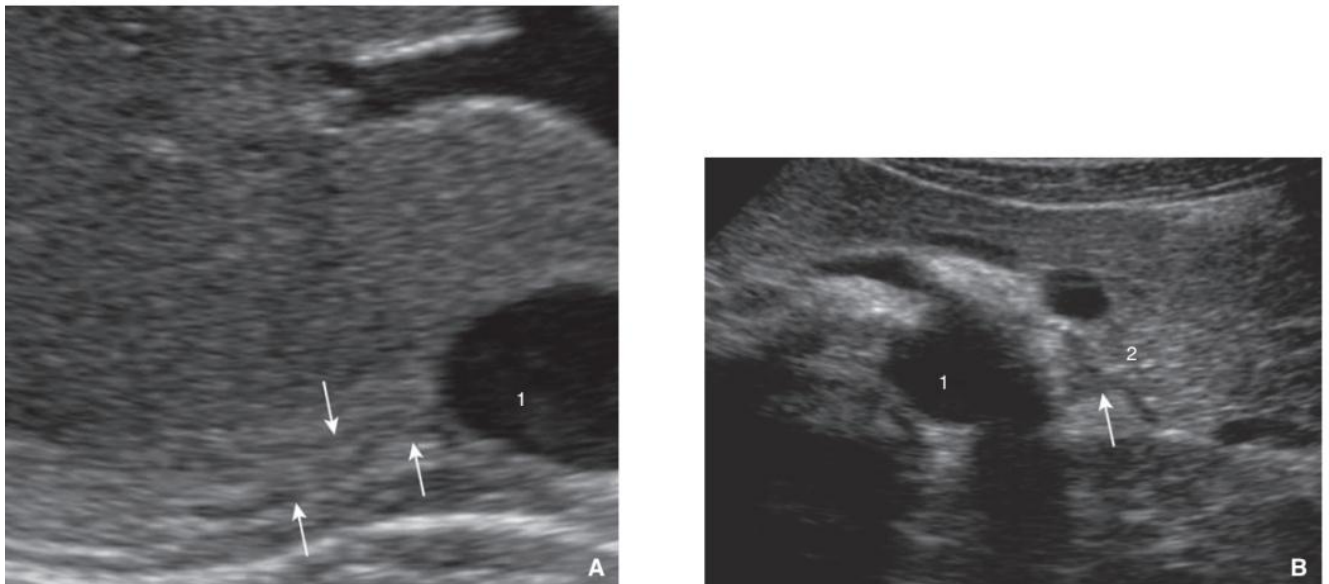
A. Coupe échographique transversale oblique représentant la surrénale droite (flèches). 1. Veine cave inférieure.
